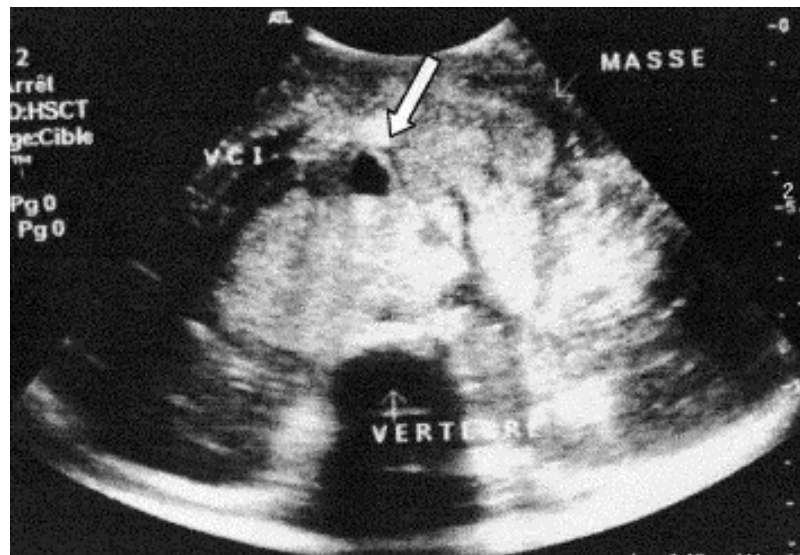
Échographie abdominale : coupe axiale : volumineuse masse rétro péritonéale, échogène hétérogène, mal limitée et englobant l'aorte et la veine cave (flèche). [34]
